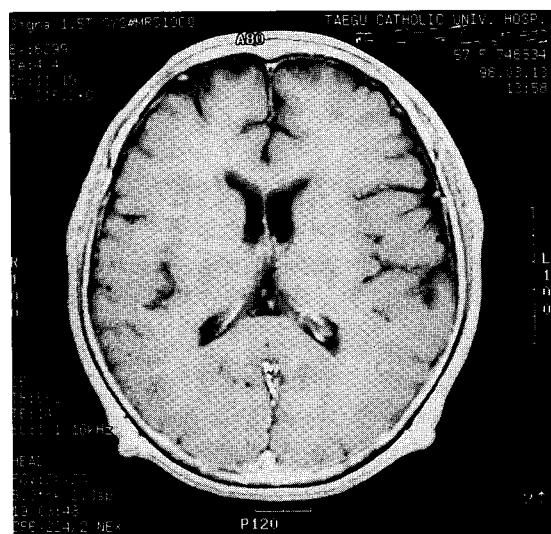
Gadolinium-enhanced T1W axial MRI shows enhancement of thickened meninges.
